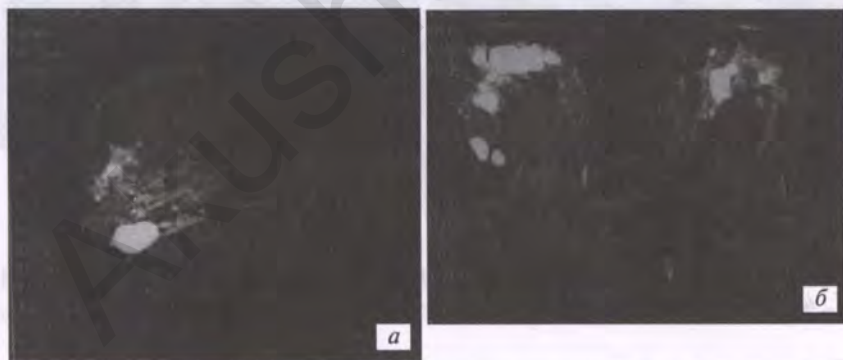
Состояние после секторальной резекции левой молочной железы по поводу рака (T2N0M0). В зоне рубца пальпируется "плотный отек": *а* — боковая маммограмма молочных желез б-ной Р., 75 лет. Рубцовая деформация железы в наружных ее отделах и фиброзная тяжистость в зоне рубца; *б* — компьютерная томограмма молочных желез б-ной Р., 75 лет. Латеральнее и выше рубца — кистозное образование (около 8 × 3,5 см) с выраженной капсулой, тесно прилежащее к грудной стенке. При пункции — *киста*
